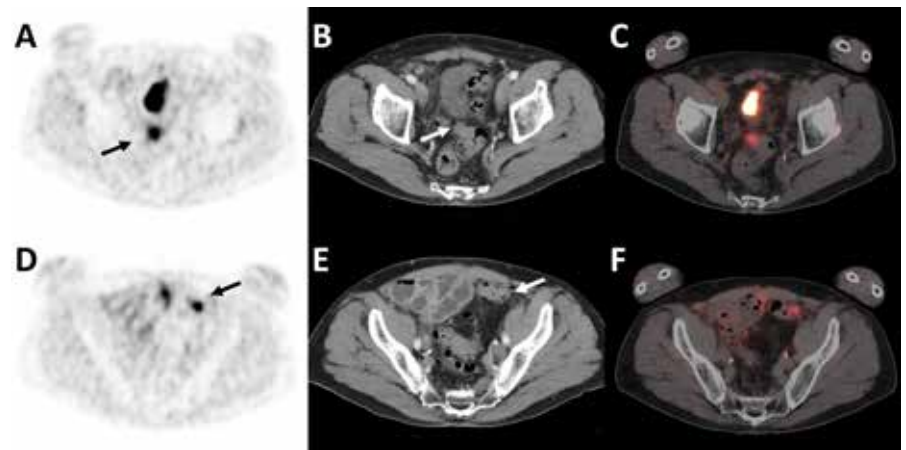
Axial PET (A,D), CT (B,E) and fusion (C,F) images show pathological activity in focal peritoneal metastatic lesions in the pelvis. The lesion adjacent to the sigmoid colon (A-C; arrow) was the only lesion identified on CT and MRI. On the contrary, the ventrally located serosal lesion in the left hemi-abdomen (D-F; arrow), was initially not recognised on CT and MRI, presumably due to its close proximity to the bowel wall.
